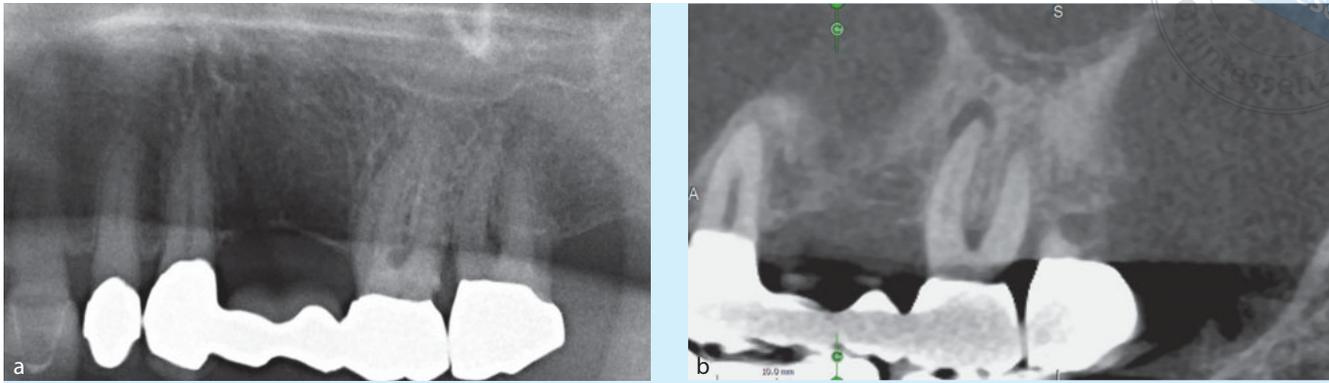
Vergleich 2-D- und 3-D-Röntgenaufnahme. Die apikale Ostitis an der mesialen Wurzel von Zahn 26 ist im digitalen Volumentomogramm (b) deutlich zu erkennen.
